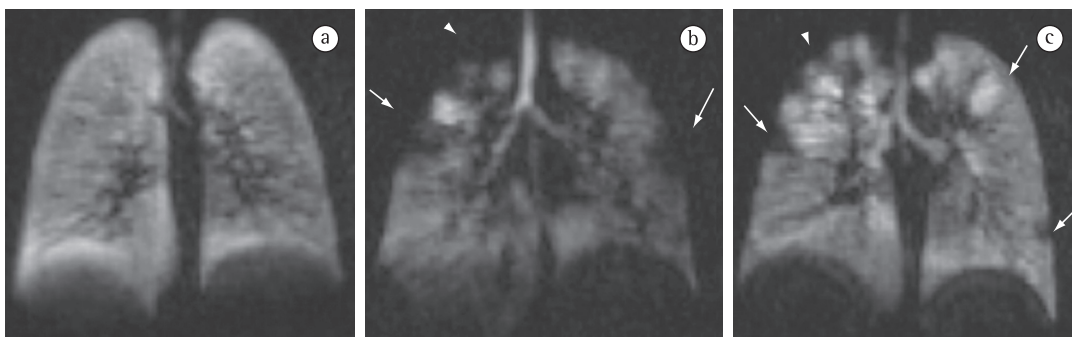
Imagens volumétricas de ressonância magnética demonstrando fibrose cística no plano coronal, após inalação de gás ^3He hiperpolarizado. Três diferentes pacientes jovens com fibrose cística, todos com espirometria normal, tendo um exame normal (a) e outros dois (b e c) com áreas periféricas de defeitos de ventilação, algumas com forma de cunha (setas) e outras irregulares nos lobos superiores (cabeças de setas). Imagens gentilmente cedidas por Yannick Crémillieux et al.,⁽³²⁾ com permissão da *Radiological Society of North America*.
